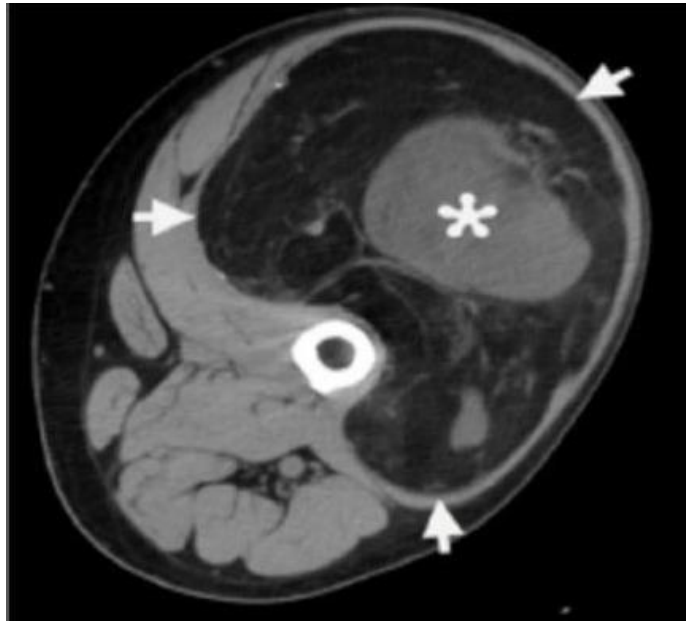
TDM de la cuisse gauche qui montre une masse énorme (flèches) . Le composant central des tissus mous (astérisque) est épais, les septations internes sont compatibles avec un liposarcome. [71]
